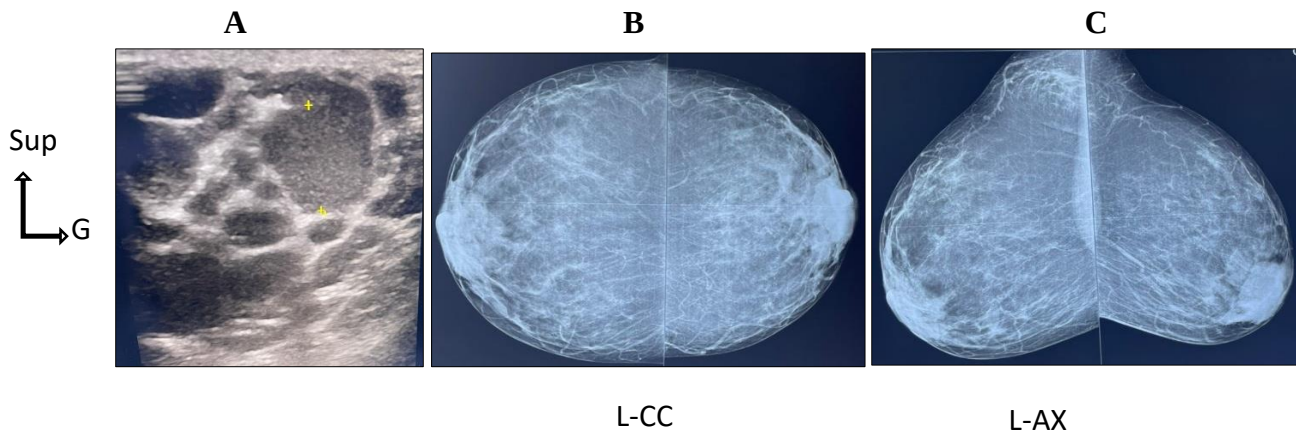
Mammographie incidence medio latérale (B)gauche et craniocaudale gauche (C) et échographie mammaire en coupe longitudinale gauche (A) montrant une dilatation des canneaux galactophores
